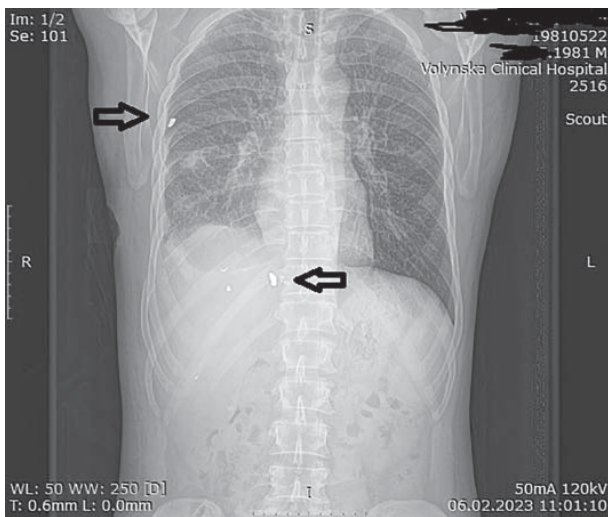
КТ ОГК на 16 добу захворювання
